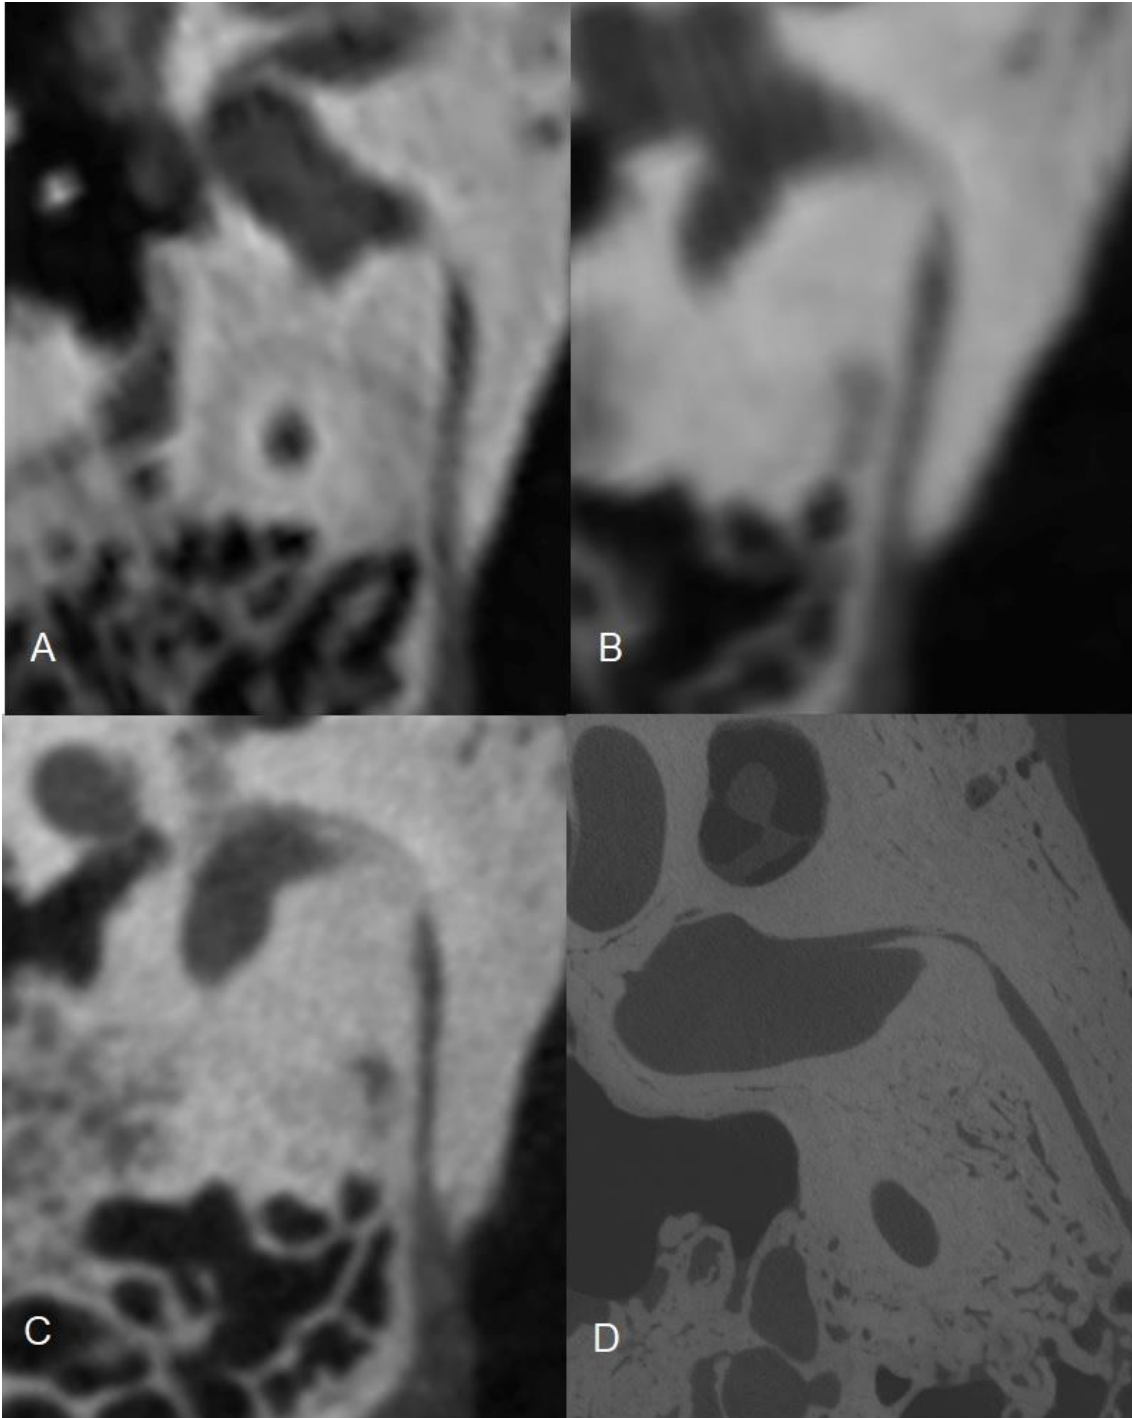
Vergleich der CT-Aufnahmen unterschiedlicher Schichten vom VA eines FB (A: CT 600 $\mu$ m B: fpVCT 466 $\mu$ m C: mfpVCT 197 $\mu$ m D: micro-CT 18 $\mu$ m)
